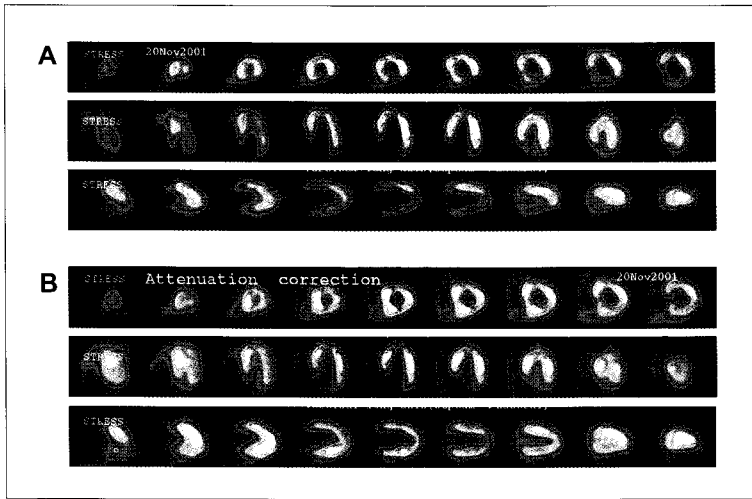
Myocardial SPECT of a 59 year-old male admitted for chest pain. Non-corrected images show a perfusion defect in inferior wall, but ASC-RR corrected images demonstrate no perfusion defects. Coronary angiography revealed normal coronary arteries. (A: Non-corrected images, B: ASC-RR corrected images).
